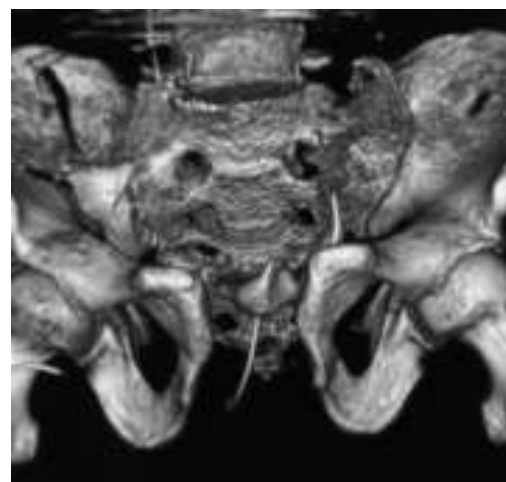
а) рентгенографія, б) 3D-реконструкція та в) пластиковий прототип уламкового перелому крила і тіла правої здухвинної кістки, розриву лобкового симфіза (тип С1) х-го Т.
